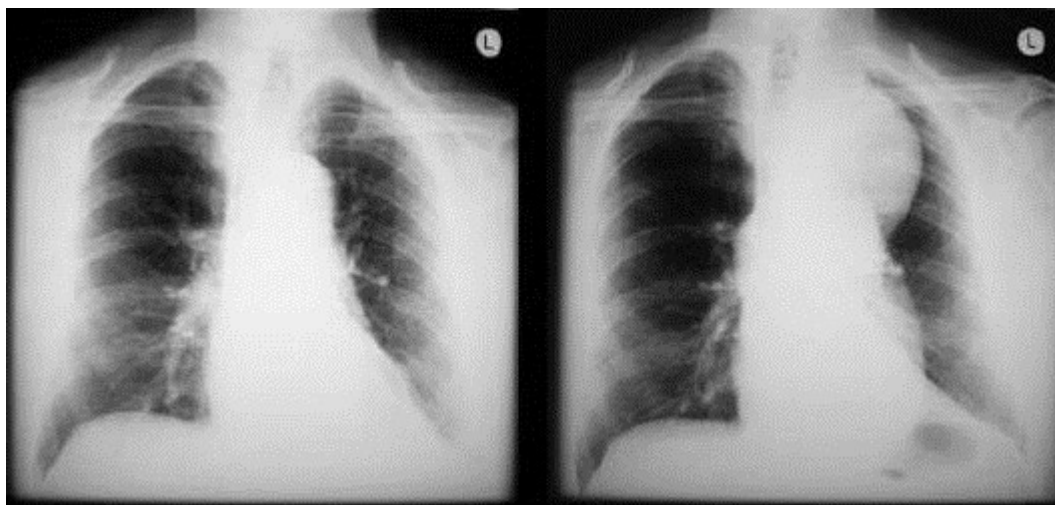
Серия рентгенограмм грудной клетки больного с истинной аневризмой аорты (А - при первичном обследовании на рентгенограмме в прямой проекции отсутствуют изменения, несмотря на увеличенный диаметр аорты; Б - на выполненной позже, после
